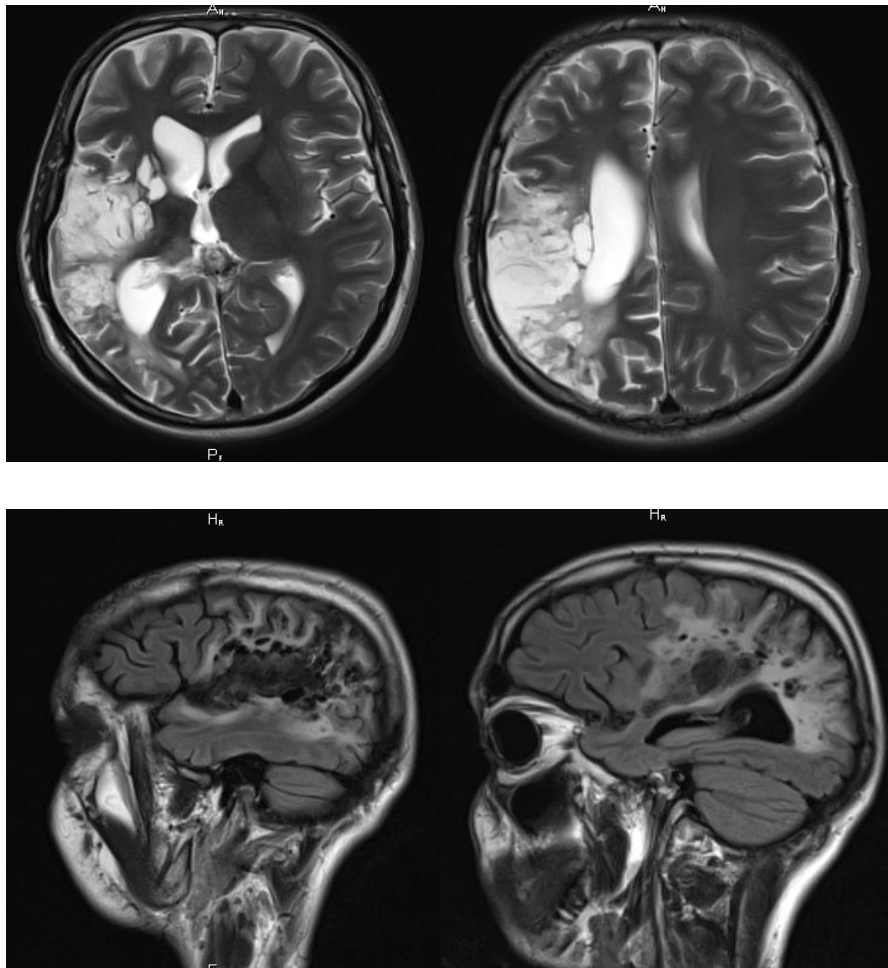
Пациент К., 30 лет. Магнитно-резонансная томография. Постинфарктные изменения в правом полушарии большого мозга.
